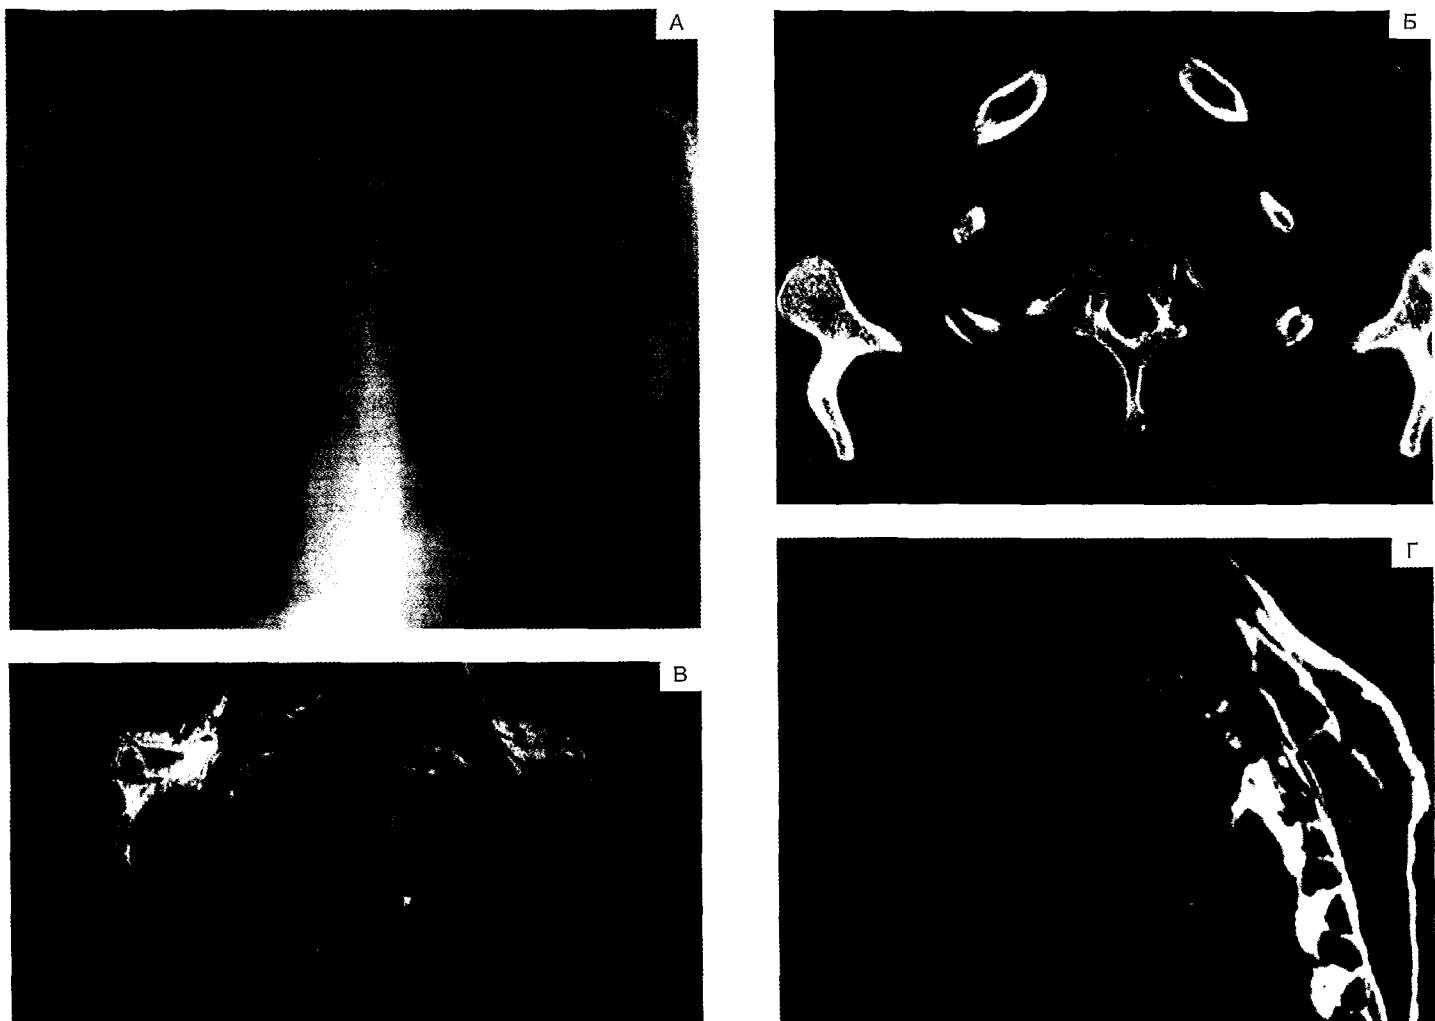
Прямая рентгенограмма (А), аксиальная КТ (Б), МРТ в коронарной (В) и сагиттальной (Г) проекциях при периферическом (верхушечном) раке правого легкого (опухоли Панкоста).
